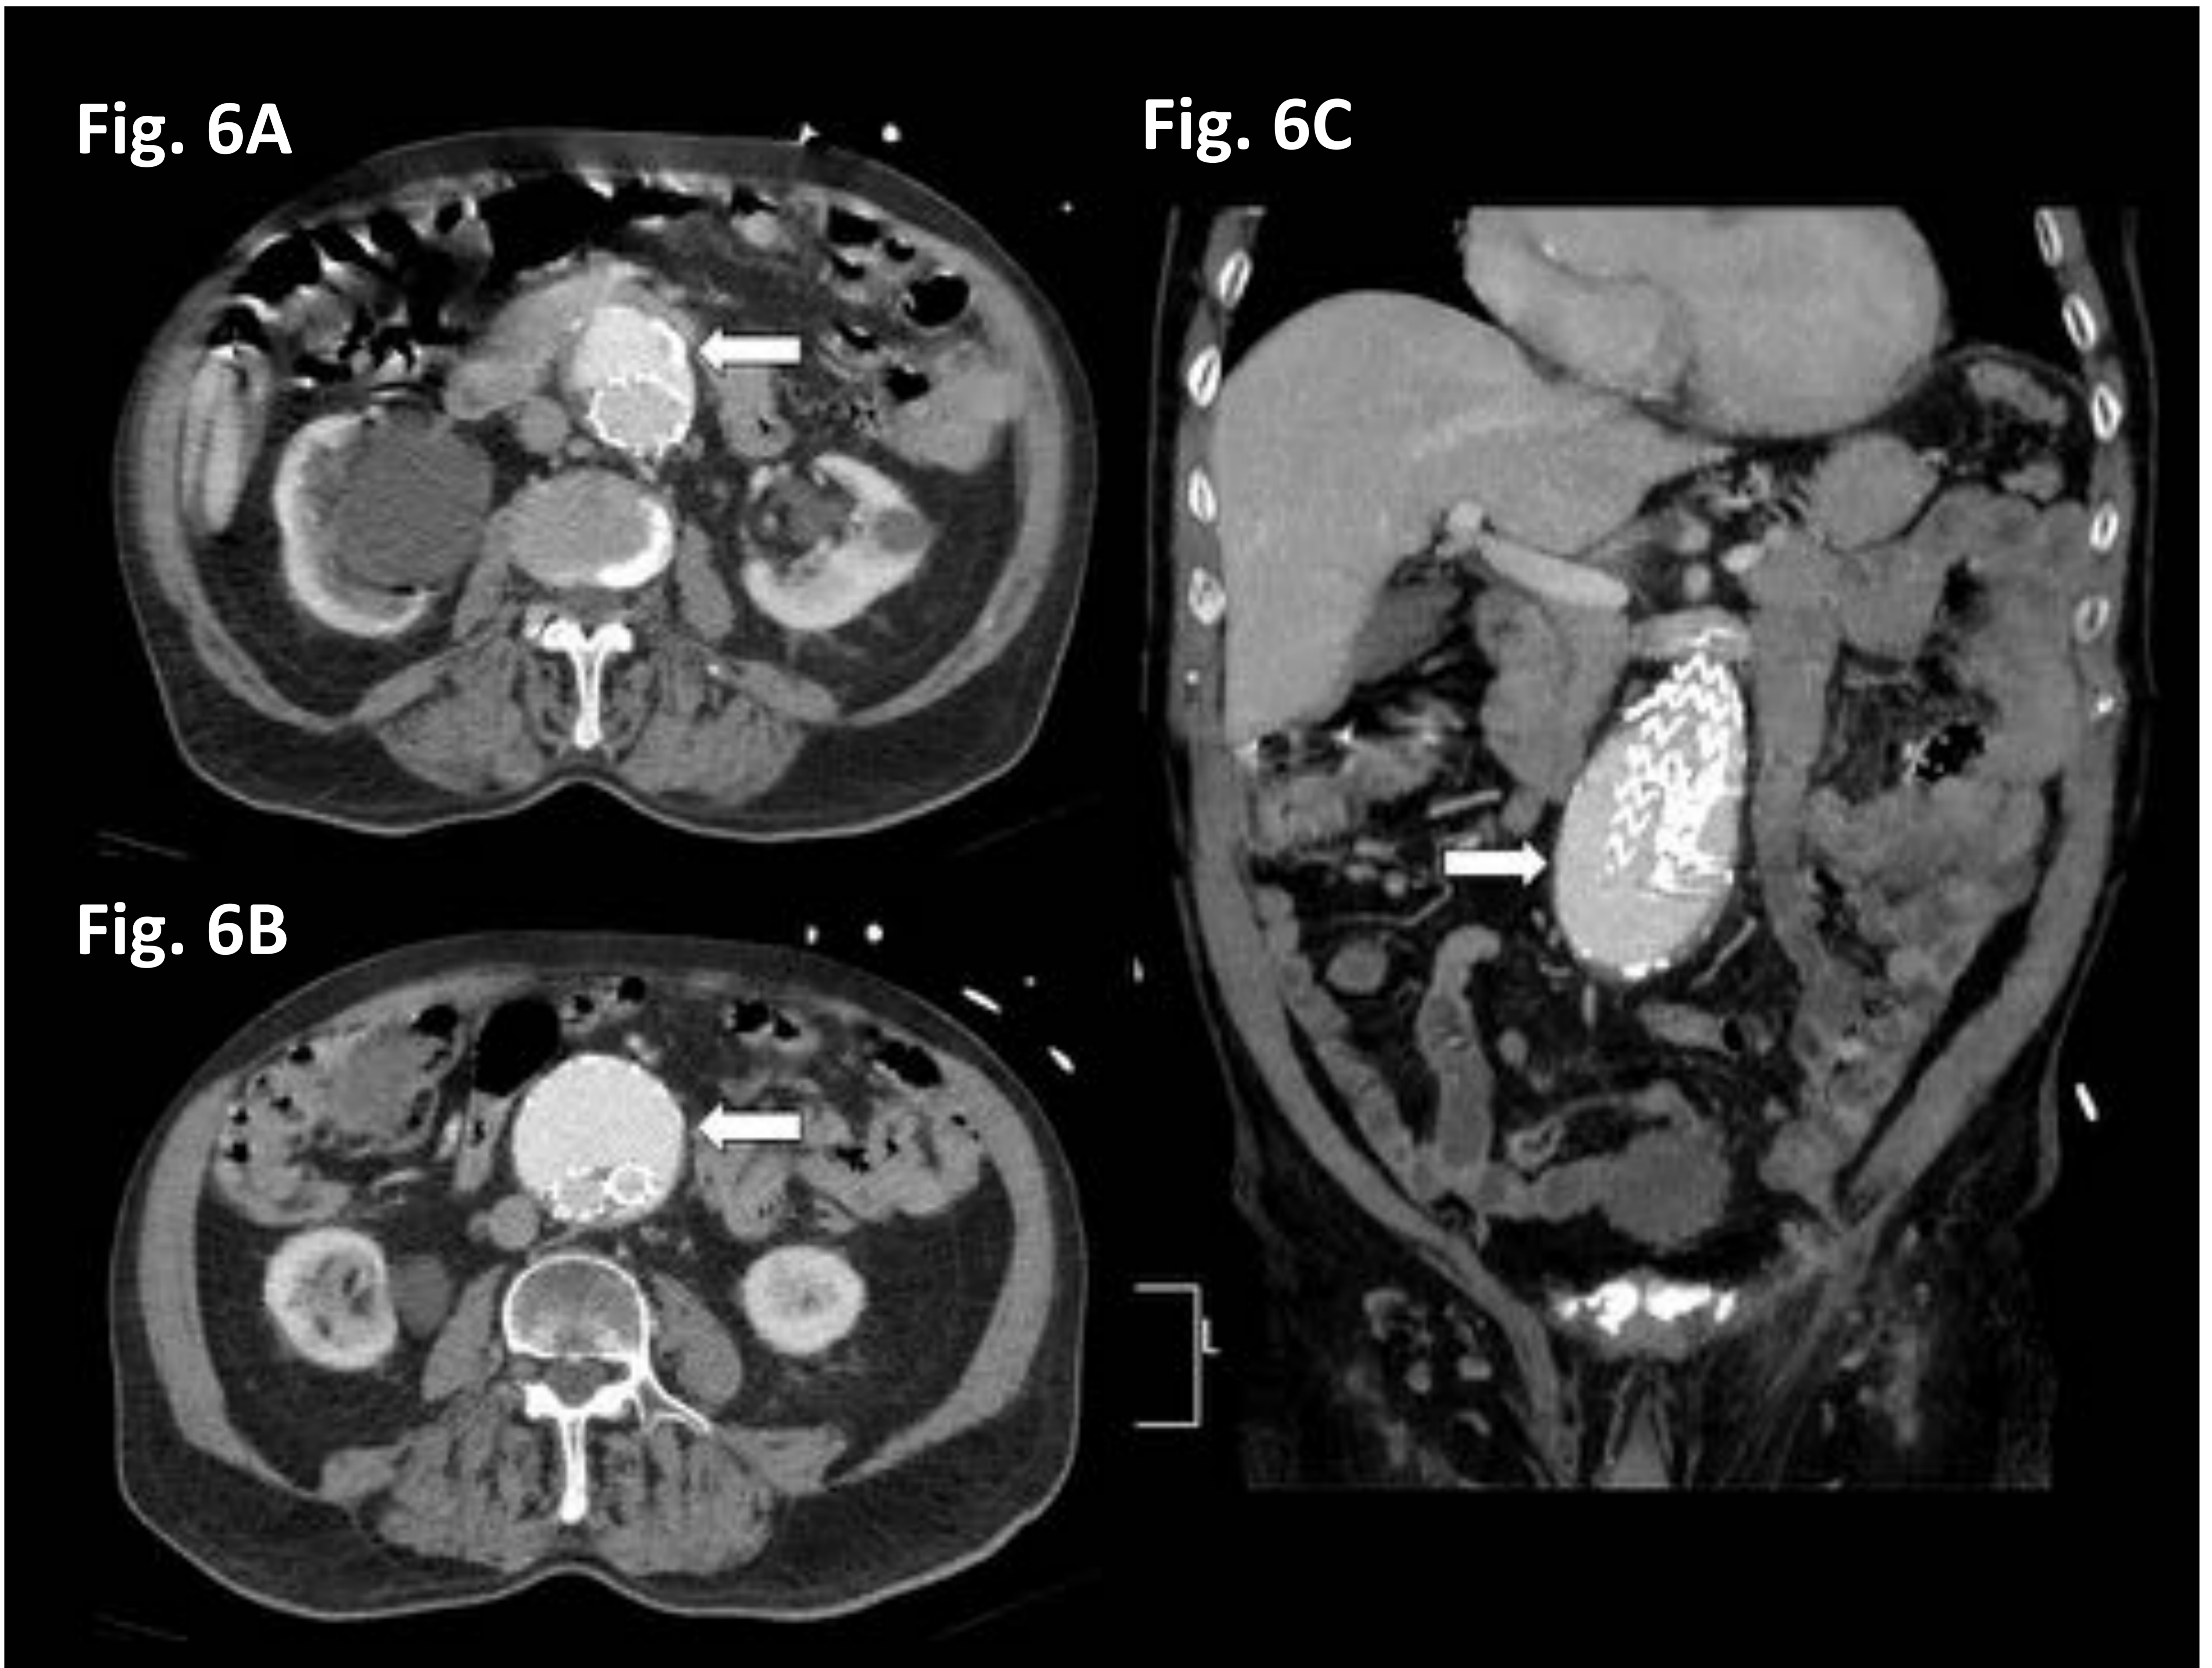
Endofuga Tipo V. A, B) Imágenes axiales y C) reconstrucción coronal de angio-TC de aorta abdominal. Se identifica una opacificación difusa en saco aneurismático alrededor de la endoprótesis (flecha), sin clara visualización del origen de la fuga.
